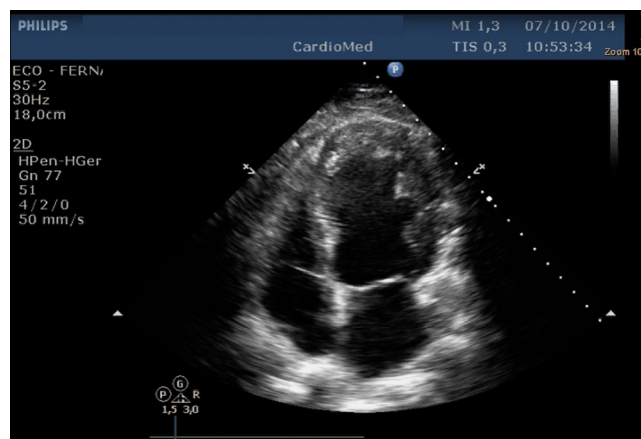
Ecocardiograma – corte apical quatro câmaras, onde se observa a disfunção sistólica global do ventrículo esquerdo mais localizada na região ântero-lateral média e apical. Na mesma região, observa-se miocárdio não compactado subendocárdio mais proeminente que a região endocárdica subepicárdica.
